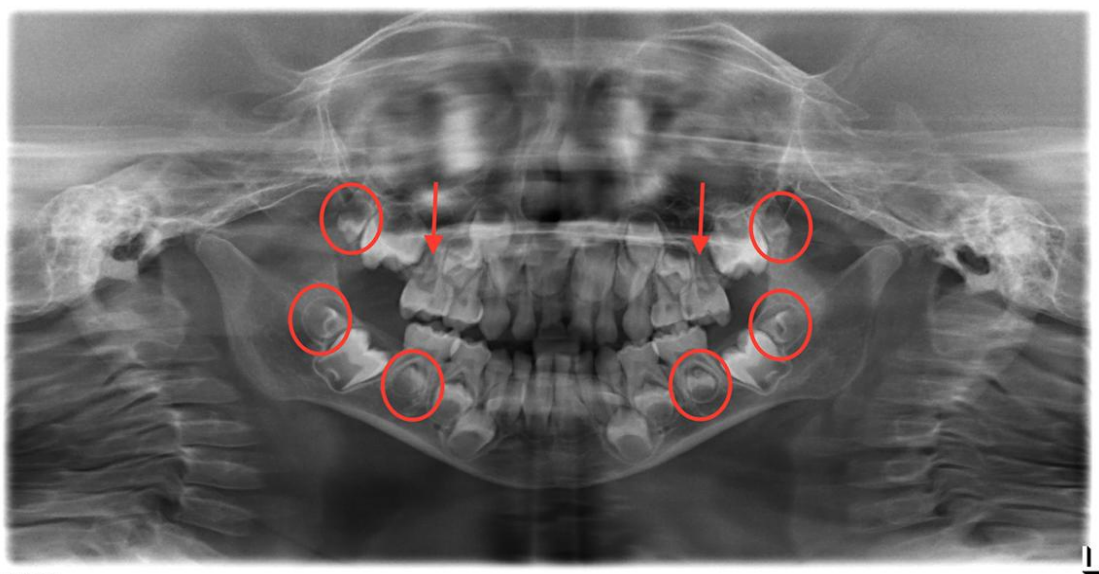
Radiografia panorâmica de criança com 8 anos, sexo masculino, diagnosticado com anemia de Diamond-Blackfan e submetido a quimioterapia e TCTH aos 3 anos de idade. As setas vermelhas evidenciam agenesia dos segundos pré-molares maxilares e os círculos evidenciam microdontia dos segundos molares de todos os quadrantes e dos pré-molares mandibulares, além de um atraso no desenvolvimento da dentição permanente. Retirado de: ©2018 Ritwik P. Publicado originalmente no Ochsner Journal. <https://doi.org/10.31486/toj.18.0061>
